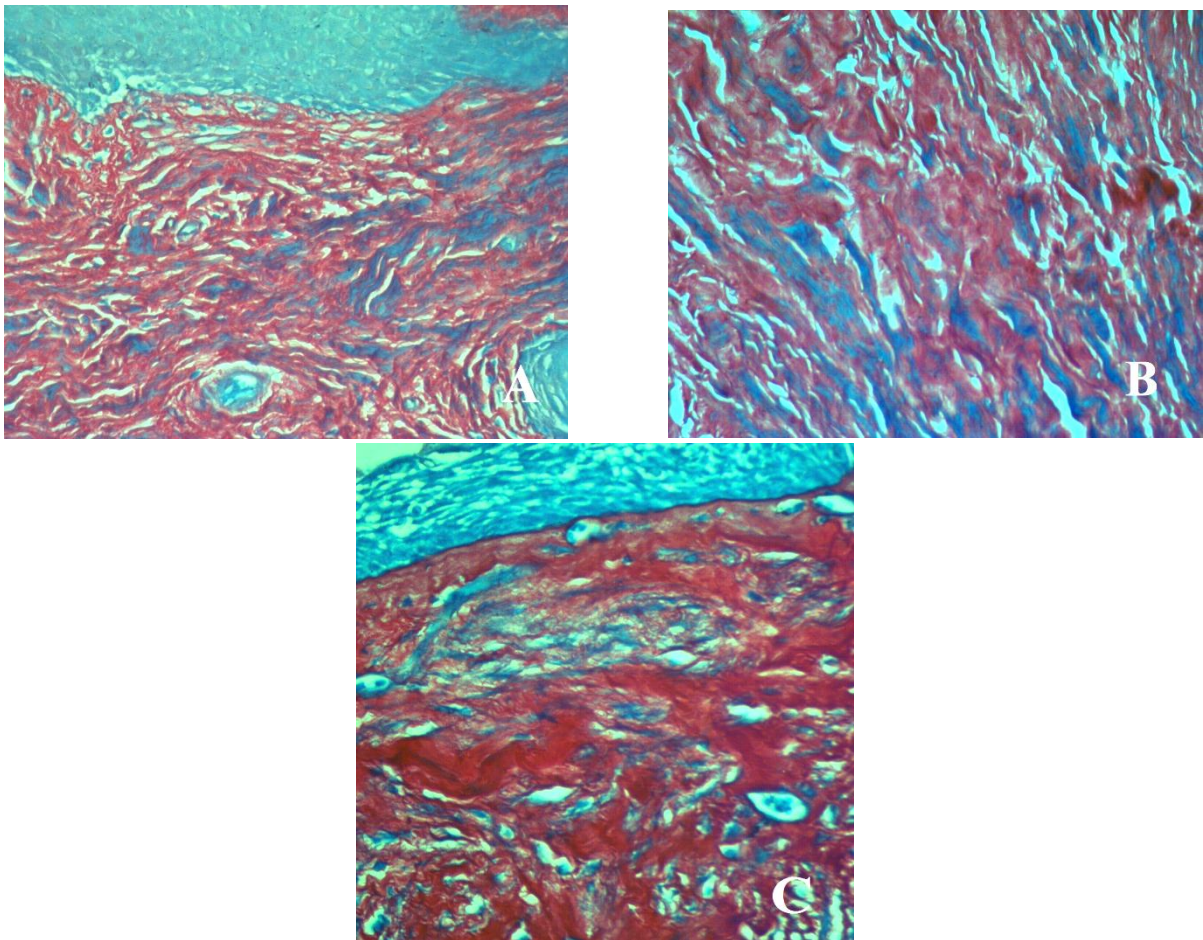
Expressão de colágeno organizado e com feixes espessos em lâmina própria de mucosa oral normal (A). Expressão da matriz colagênica bem modelada em granuloma periapical (B). Disposição das fibras colágenas em matriz conjuntiva de cisto radicular situada abaixo do revestimento epitelial cístico (C). SÍrius vermelho, 400X.
